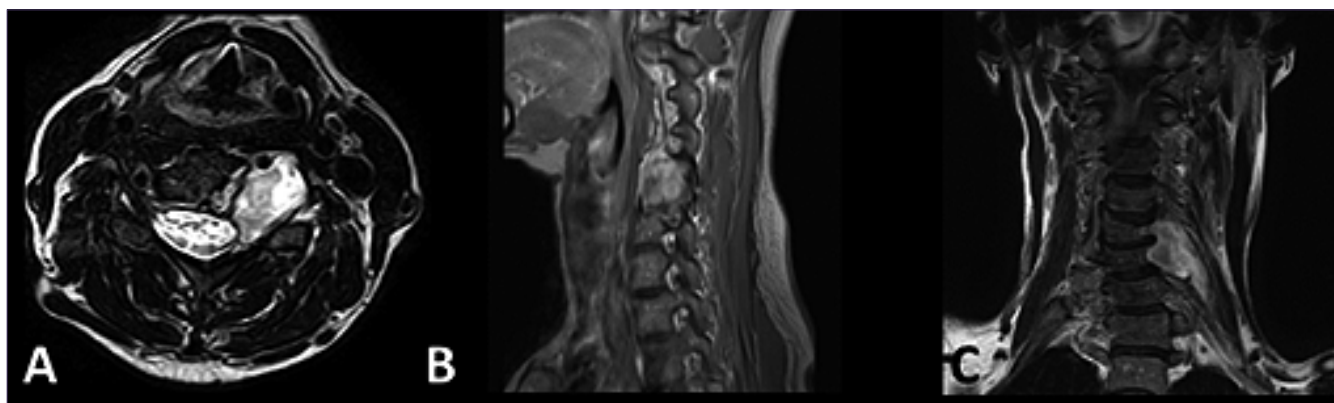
Imágenes pre y postoperatorias. A-C: IRM preoperatorias en secuencia de T1 con gadolinio en cortes axial, sagital y coronal.
